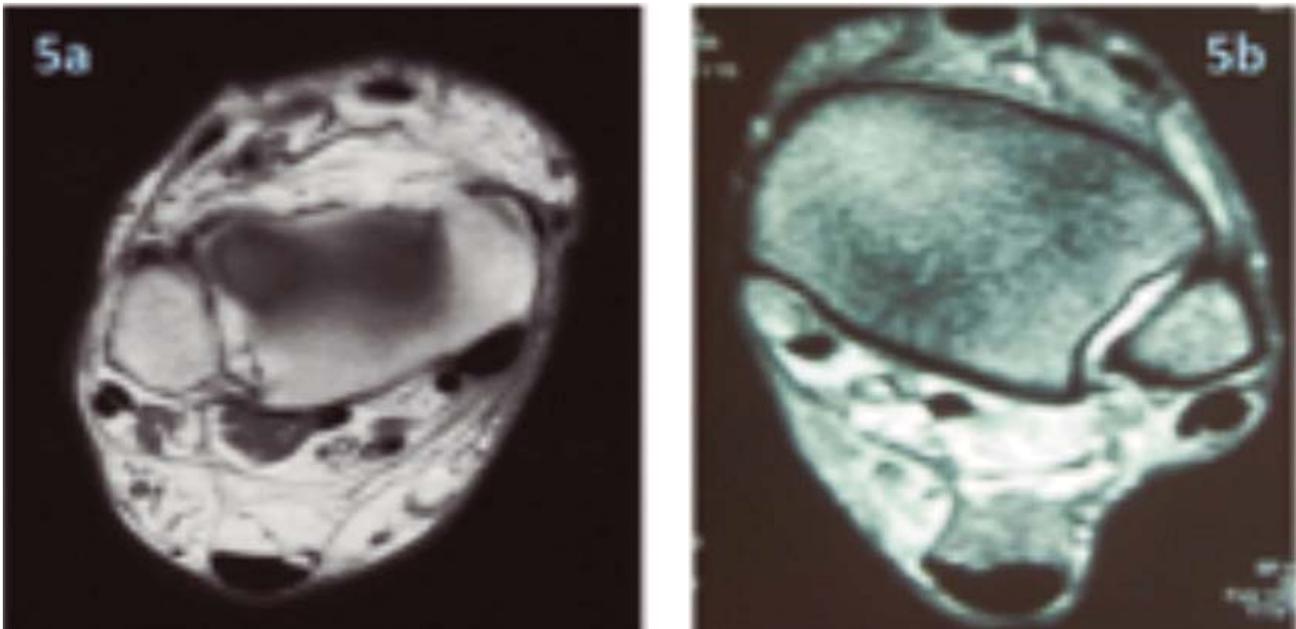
Imagen de RM de un tendón tibial posterior con diferente grado de daño tisular. Ambos son de pacientes con dolor. Imagen 5a muestra tendón engrosado con la intensidad de señal homogénea. Imagen 5b muestra tendón con disminución del diámetro de sección y con cambios de intensidad de señal intrasustancia. La RM nos informa del grado de daño tisular que ha generado en el tendón el incremento del estrés tensil.
